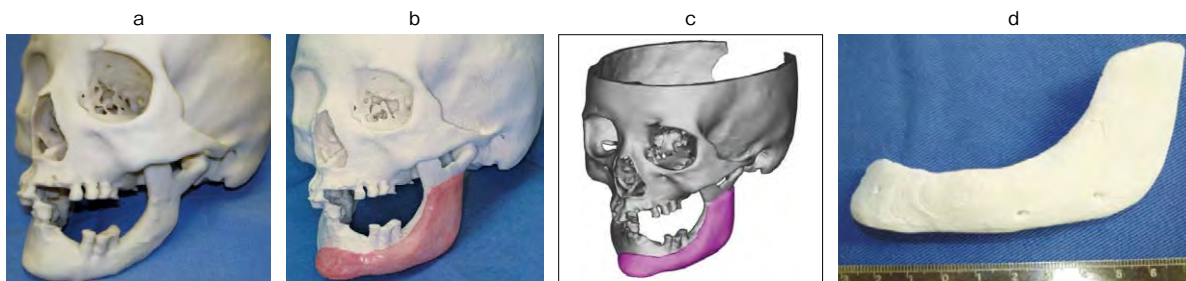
患者骨モデルを用いたCT-boneの形状決定
